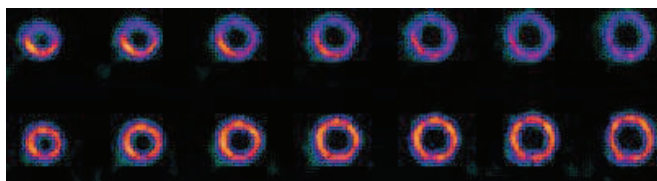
Secuencia de cortes tomográficos SPECT del eje corto del VI cardíaco de un estudio normal, donde se pone de manifiesto la importancia de las correcciones por RD y por atenuación.
